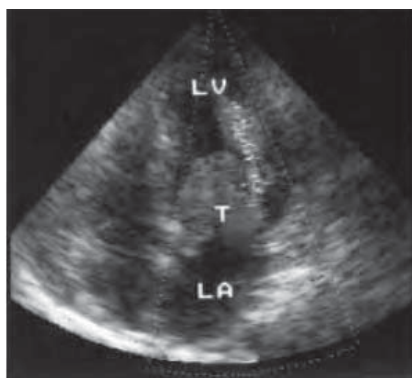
/4.- Gran mixoma de aurícula izquierda que se manifiesta por un ACV. Observe en el ecocardiograma Doppler color, la presencia del flujo transvalvular mitral turbulento por el fenómeno obstructivo que genera el tumor en diástole.
